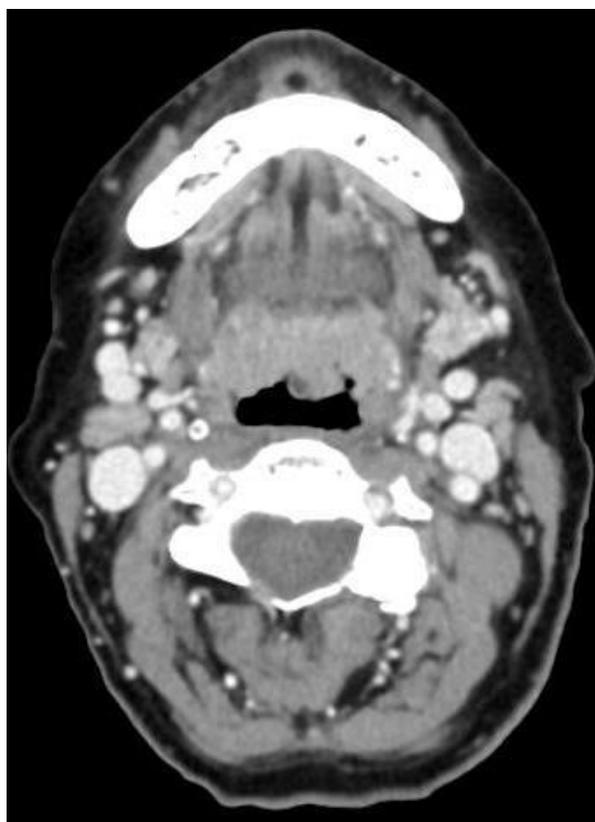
КТ мягких тканей шеи пациентки Ю. в аксиальной проекции
